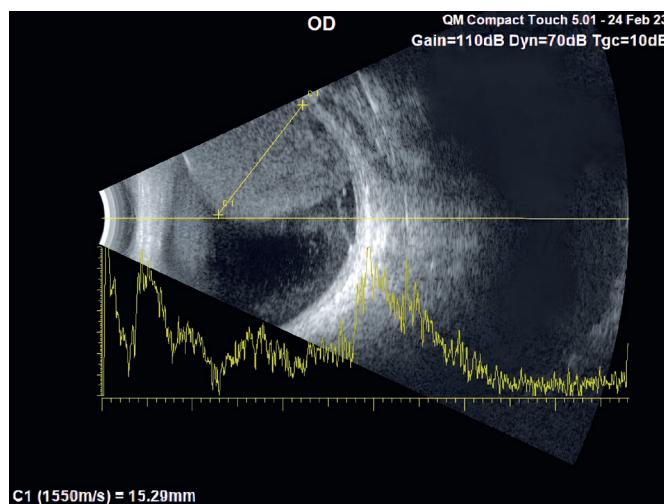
Ultrassonografia com corte transversal parcial (limitado pelas dimensões e localização da lesão) olho direito com massa cupuliforme hipoecoica estrutura interna regular, homogênea, com refletividade interna média.
